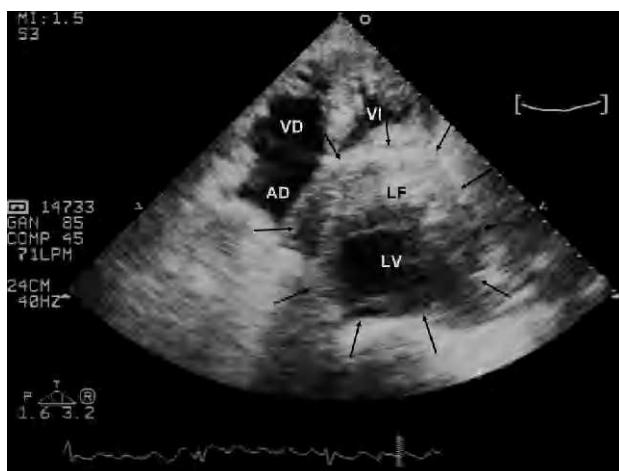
Ecocardiograma transtorácico (plano apical de 4 cámaras) que muestra un aneurisma gigante de aorta torácica descendente (flechas) que produce colapso de la aurícula izquierda. Se puede observar una disección crónica con un *flap* intimal que separa una luz verdadera (LV) de una luz falsa trombosada (LF) con forma de semiluna. AD: aurícula derecha; VD: ventrículo derecho; VI: ventrículo izquierdo.
